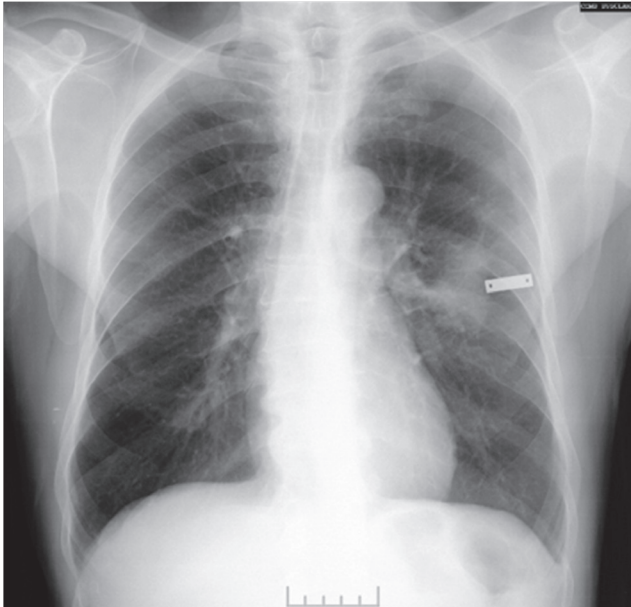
Posteroanterior chest X-ray
